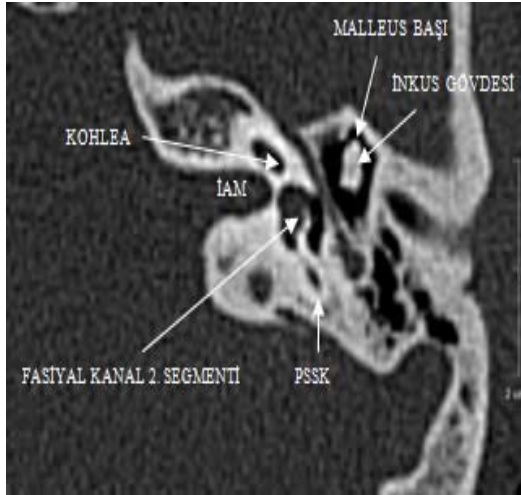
'de internal akustik kanal düzeyinden geçen aksiyel BT kesitlerini izliyoruz (şekil 2).
